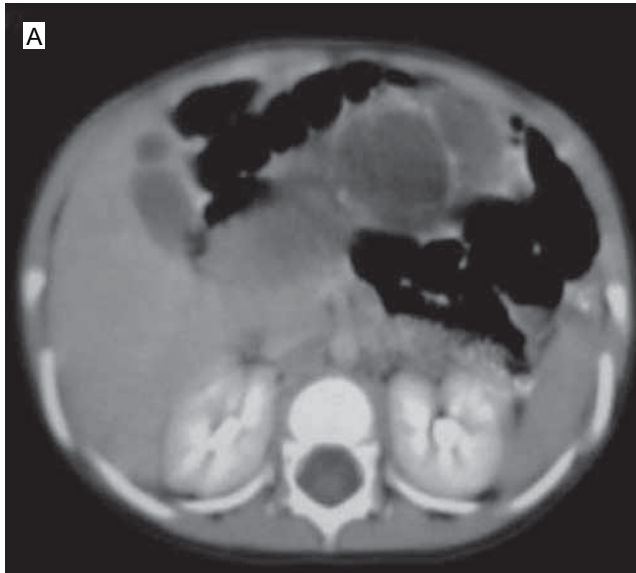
(a) Respiración del paciente donde se identifica, en el la tomografía, la imagen de quistes por detrás, debajo y posteriores al estómago. (b) En la imagen inferior se identifica quiste con mayor tamaño desplazando lateralmente al duodeno.
